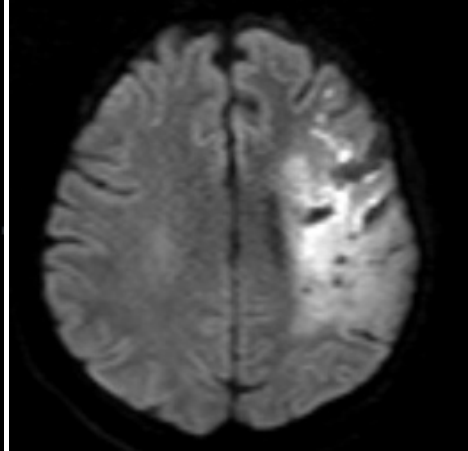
Sağ MCA sulama alanında akut iskemik infarktı bulunan hastanın kontrastsız kranial BT görüntüsünde sağda hiperdens MCA işareti görülüyor (a). Aynı hastanın difüzyon ağırlıklı görüntüsünde sağda difüzyon kısıtlılığı izlenmekte (b). Solda akut iskemik infarktı bulunan başka bir hastada , solda sitotoksik ödeme bağlı hipodens görünüm ve solda hiperdens MCA işareti görülmektedir (c).
